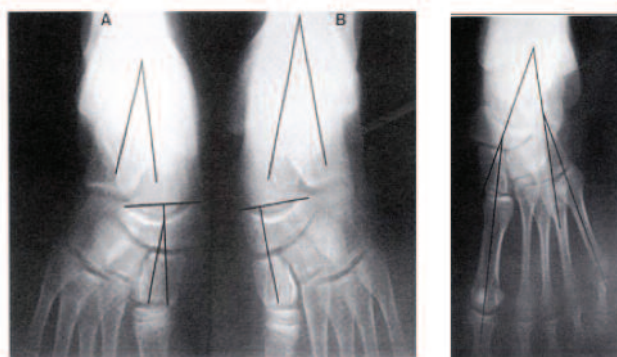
Передньозадня рентгенограма стоп 13-річного хлопчика з правобічною клишоногістю, яку лікували з народження п'ятьма гіпсовими пов'язками, та підшкірною тенотомією ахіллового сухожилля (за І. Понсеті, 1996)
